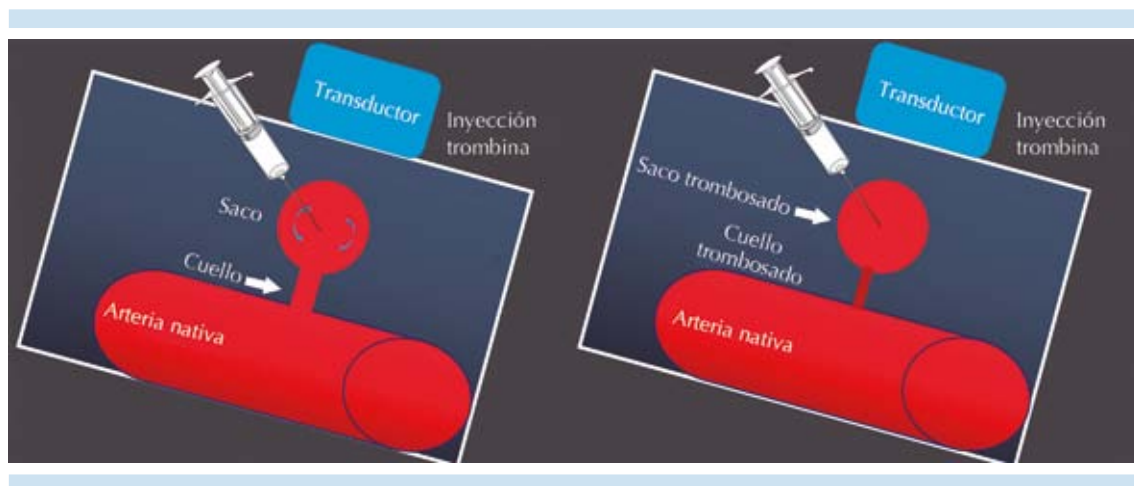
Efecto después de la administración de trombina, guiada por ultrasonido, al interior del pseudoaneurisma.
